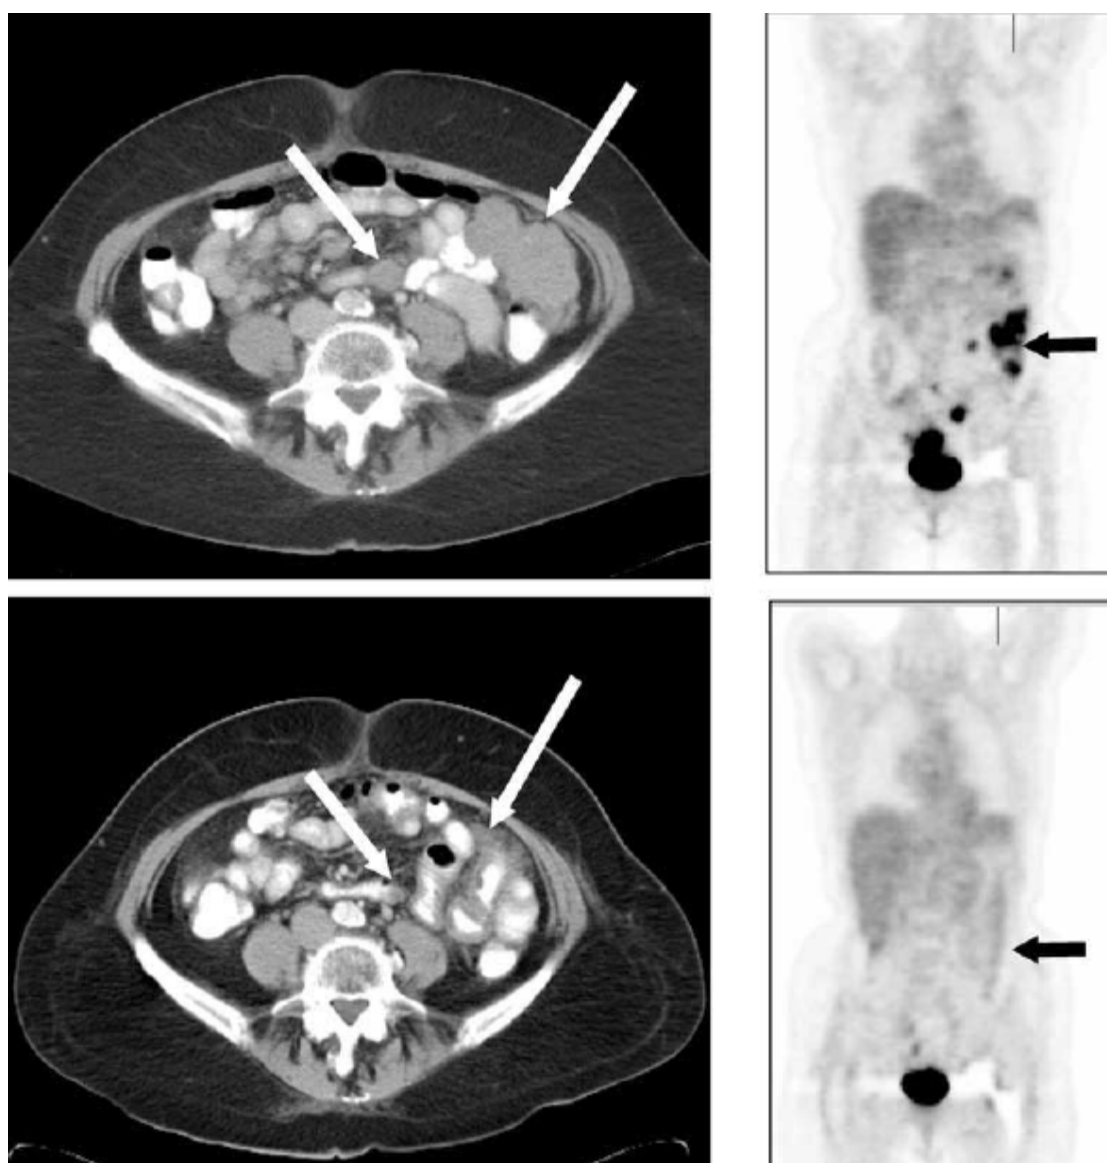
Image tomographique d'une tumeur à extension péritonéale, avant et après 3 mois de traitement médical.
